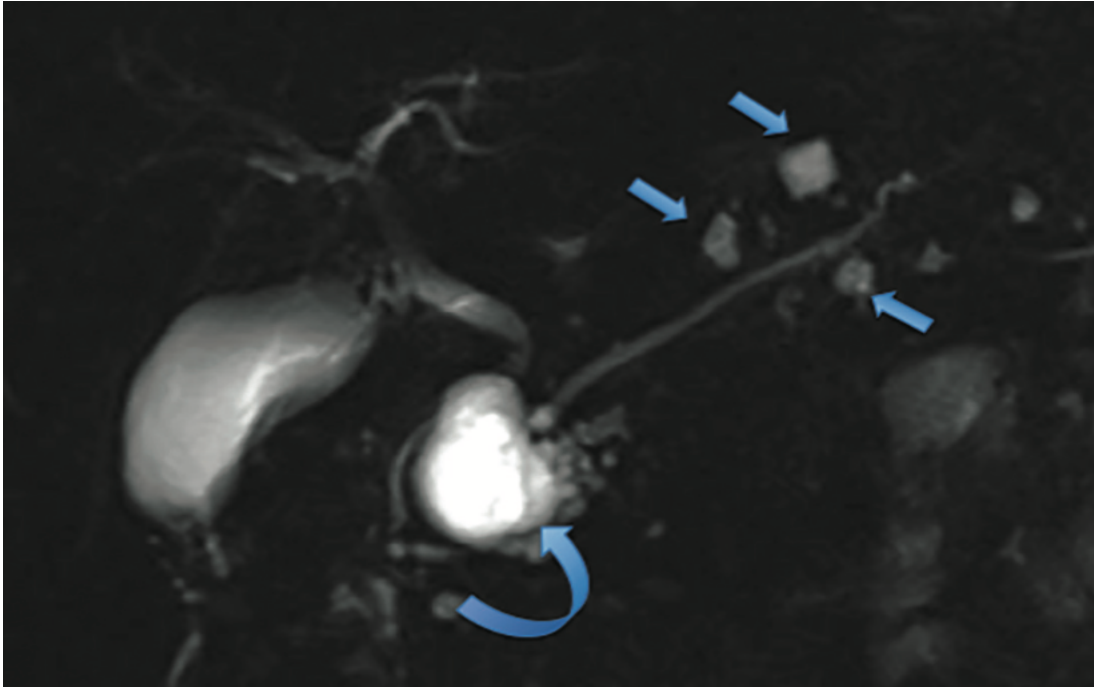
Múltiples NPMI en RM(17)
